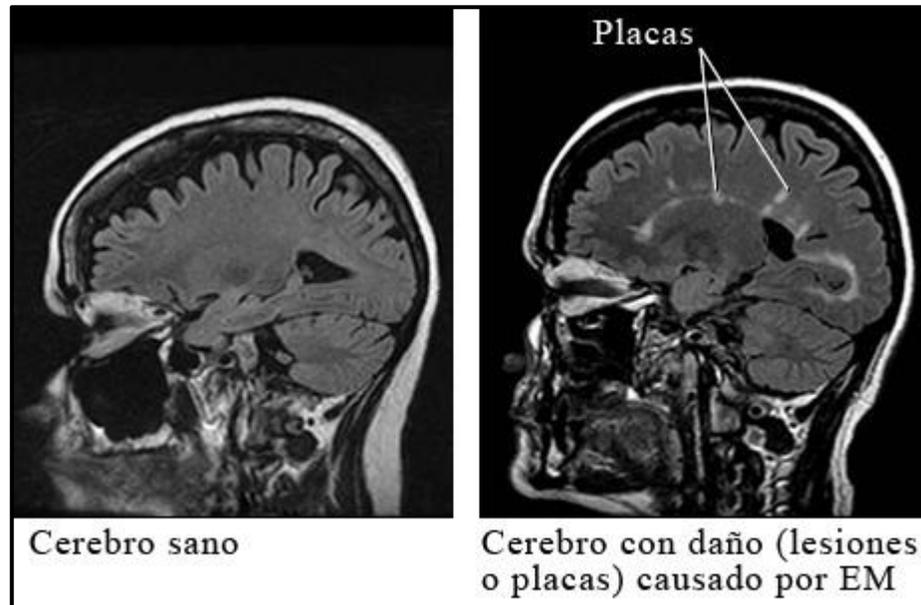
Observamos la Resonancia magnética en el caso de las lesiones a nivel del SNC en esclerosis múltiple. ²²
